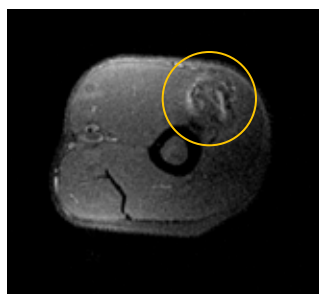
RM realizada 45 dias após a lesão mostrando a miosite ossificante
